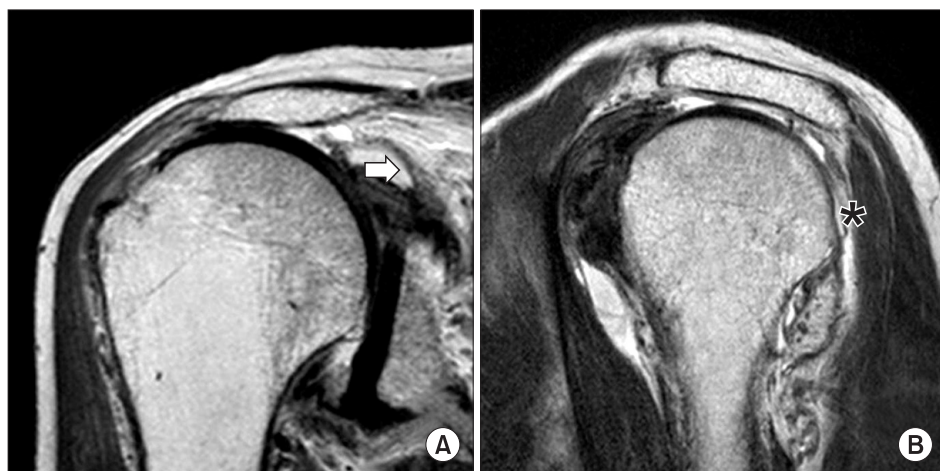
Magnetic resonance images. (A) Rotator cuff is retracted to glenoid margin (white arrow). (B) Cuff tear extends to posteroinferior portion of rotator cuff and teres minor muscle is also involved (black asterisk).
